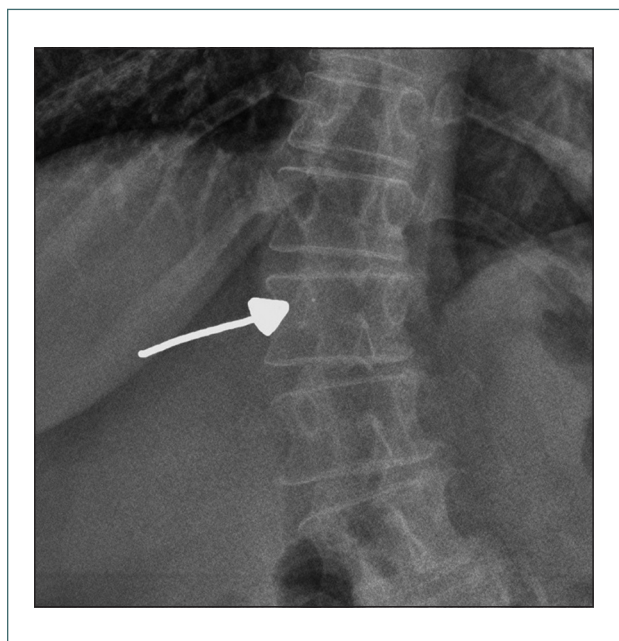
Posición de la punta del catéter intratecal vista en la radiografía lumbar.
